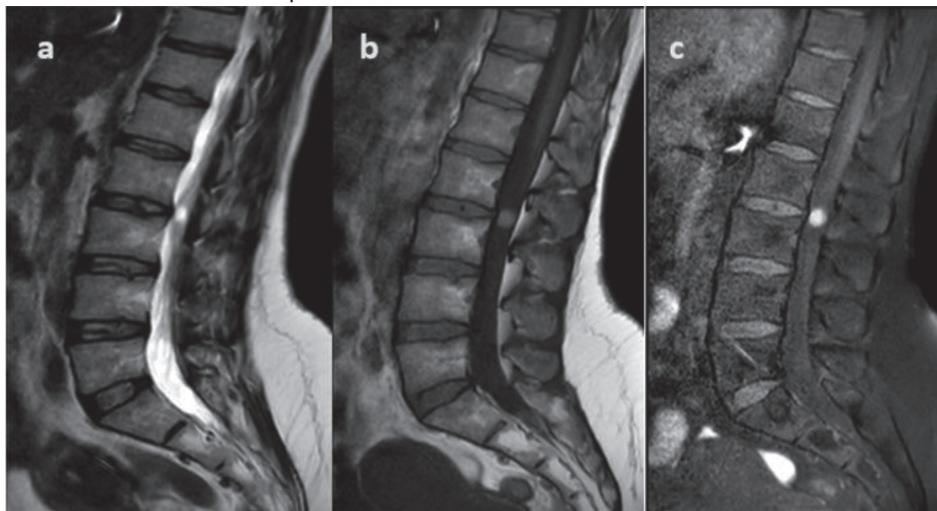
Предоперационная МРТ: гиперинтенсивность в T2W(a), гиперинтенсивность в T1W(b), не может быть четко оценена в сериях с усиленным контрастированием (c)
